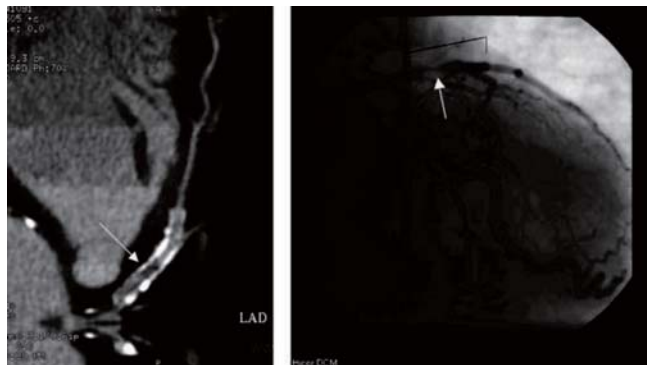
冠動脈CT造影でみたステント内再狭窄 (左)。冠動脈造影では左前下行枝に有意狭窄を認める (右)
